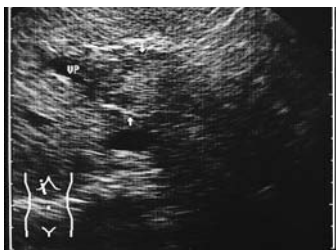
Akute Pfortaderthrombose: In der Vena portae (VP) Raumforderung mit leberidentischem Binnenecho (Pfeile). Dopplersonographisch kein Flussnachweis
